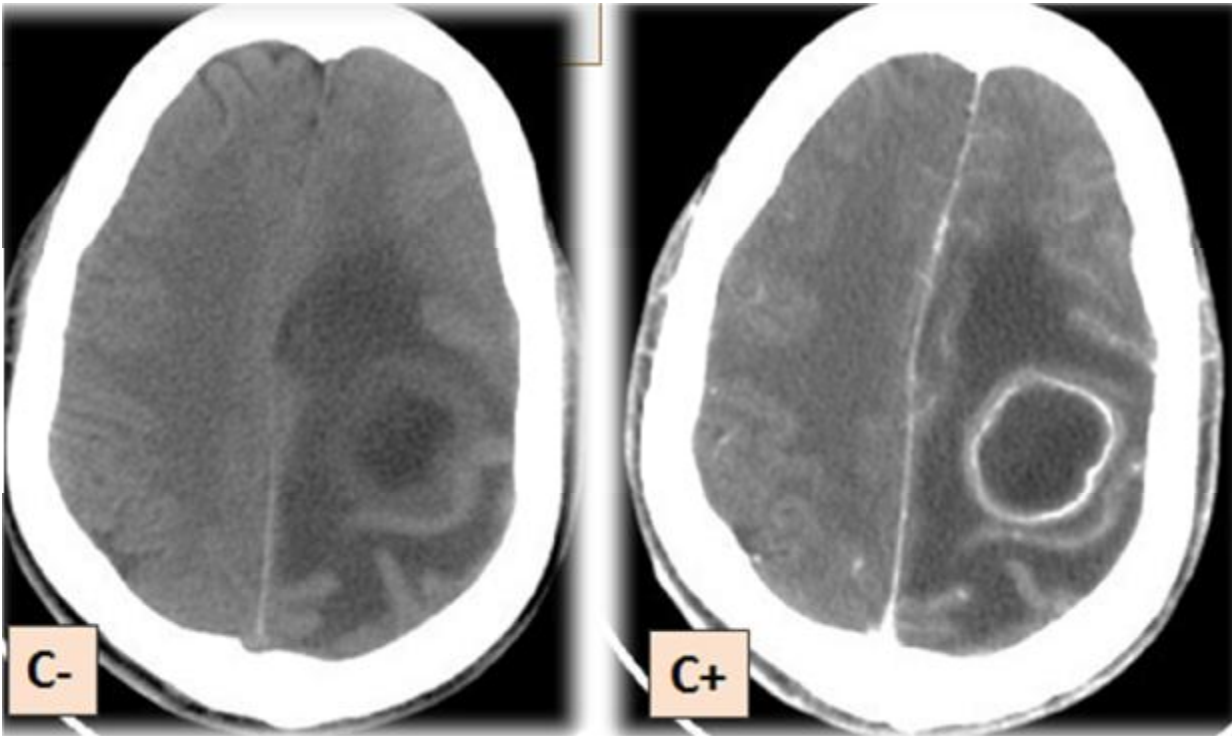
patient 33 ans, ATCD de tuberculose pulmonaire, Trouble de conscience avec crises convulsives. TDM cérébrale en coupes axiales avant et après contraste: lésion frontale gauche de forme grossièrement arrondie hypodense avec prise de contraste périphérique, régulière, il s'y associe un important œdème péri-lésionnel avec engagement sous falcorienel.
